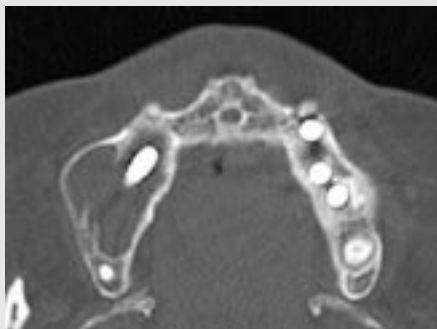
상악동내로 fixture가 들어간 방사선 사진(C-T).
